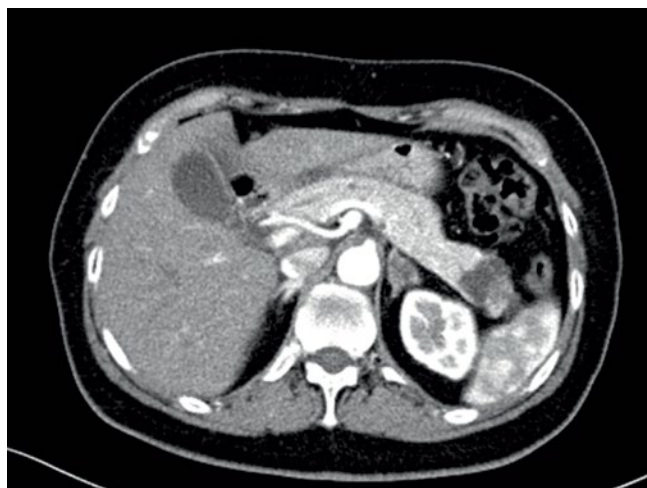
СКТ пациентки с SCN в хвосте поджелудочной железы диаметром 4 см
